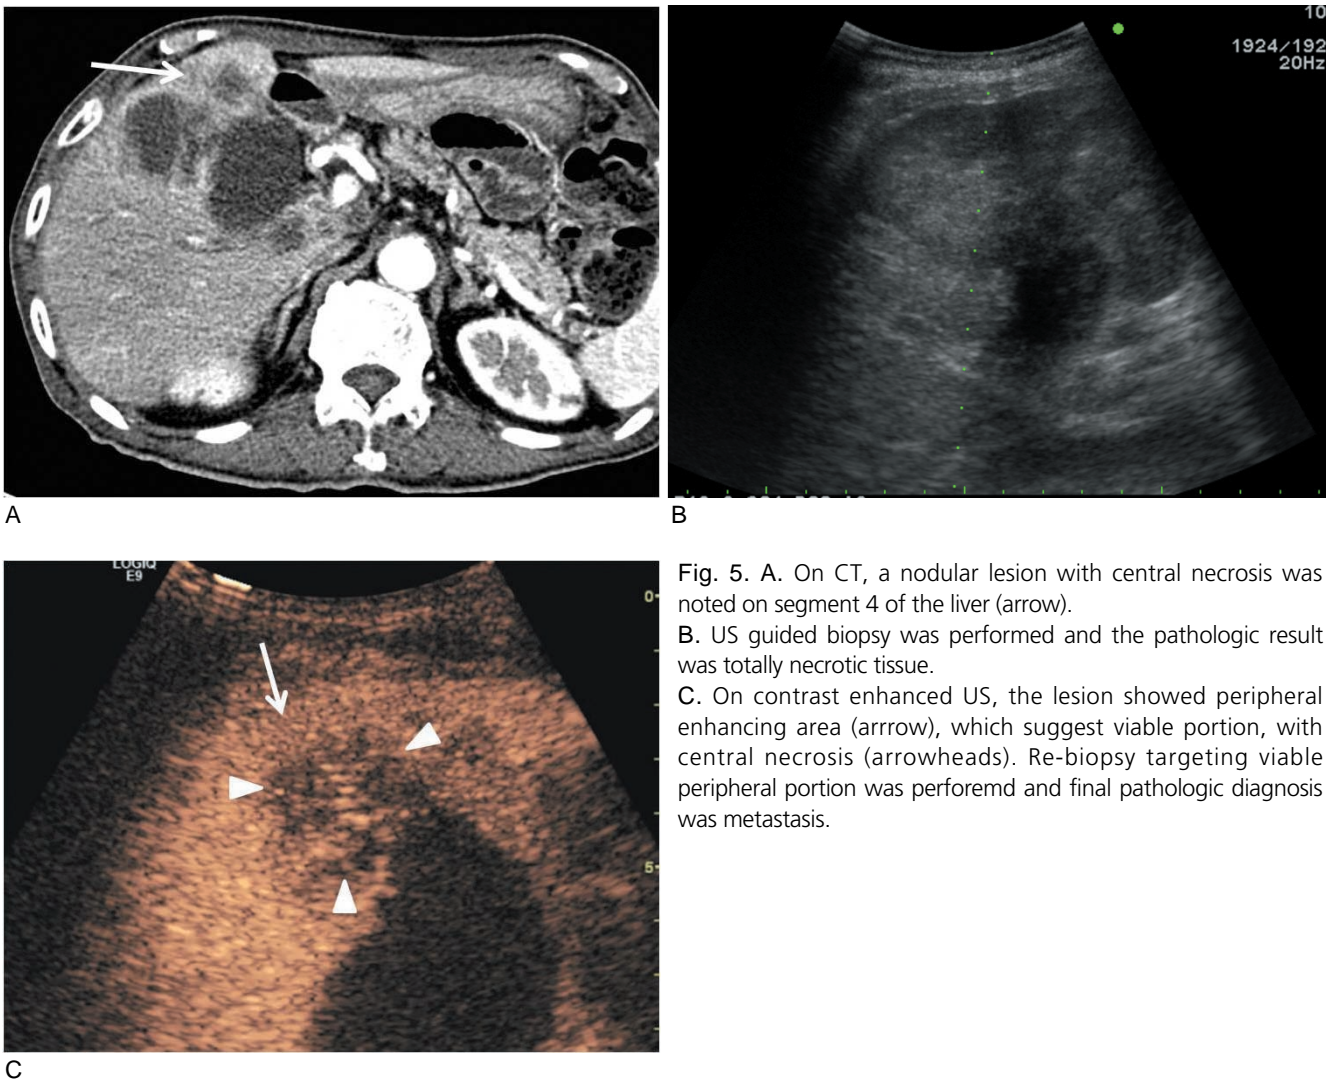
A. On CT, a nodular lesion with central necrosis was noted on segment 4 of the liver (arrow). B. US guided biopsy was performed and the pathologic result was totally necrotic tissue. C. On contrast enhanced US, the lesion showed peripheral enhancing area (arrow), which suggest viable portion, with central necrosis (arrowheads). Re-biopsy targeting viable peripheral portion was performed and final pathologic diagnosis was metastasis.
